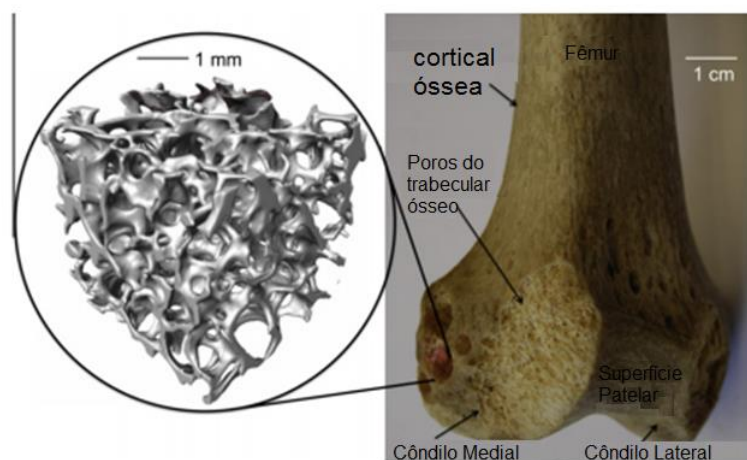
(a) Imagem μ CT de osso esponjoso removido da articulação proximal do joelho. (b) Fotografia de fêmur humano (JONES, 2013).
